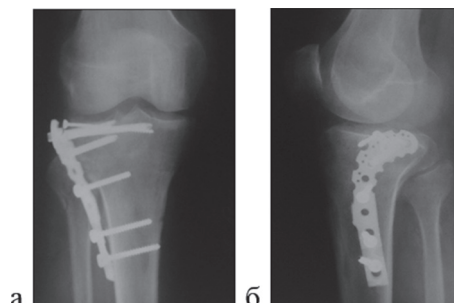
Пациент Б., 65 лет. Постоперационная рентгенограмма правого коленного сустава: а – прямая проекция; б – боковая проекция. Установлена одна ветвь пластины на латеральный мыщелок
